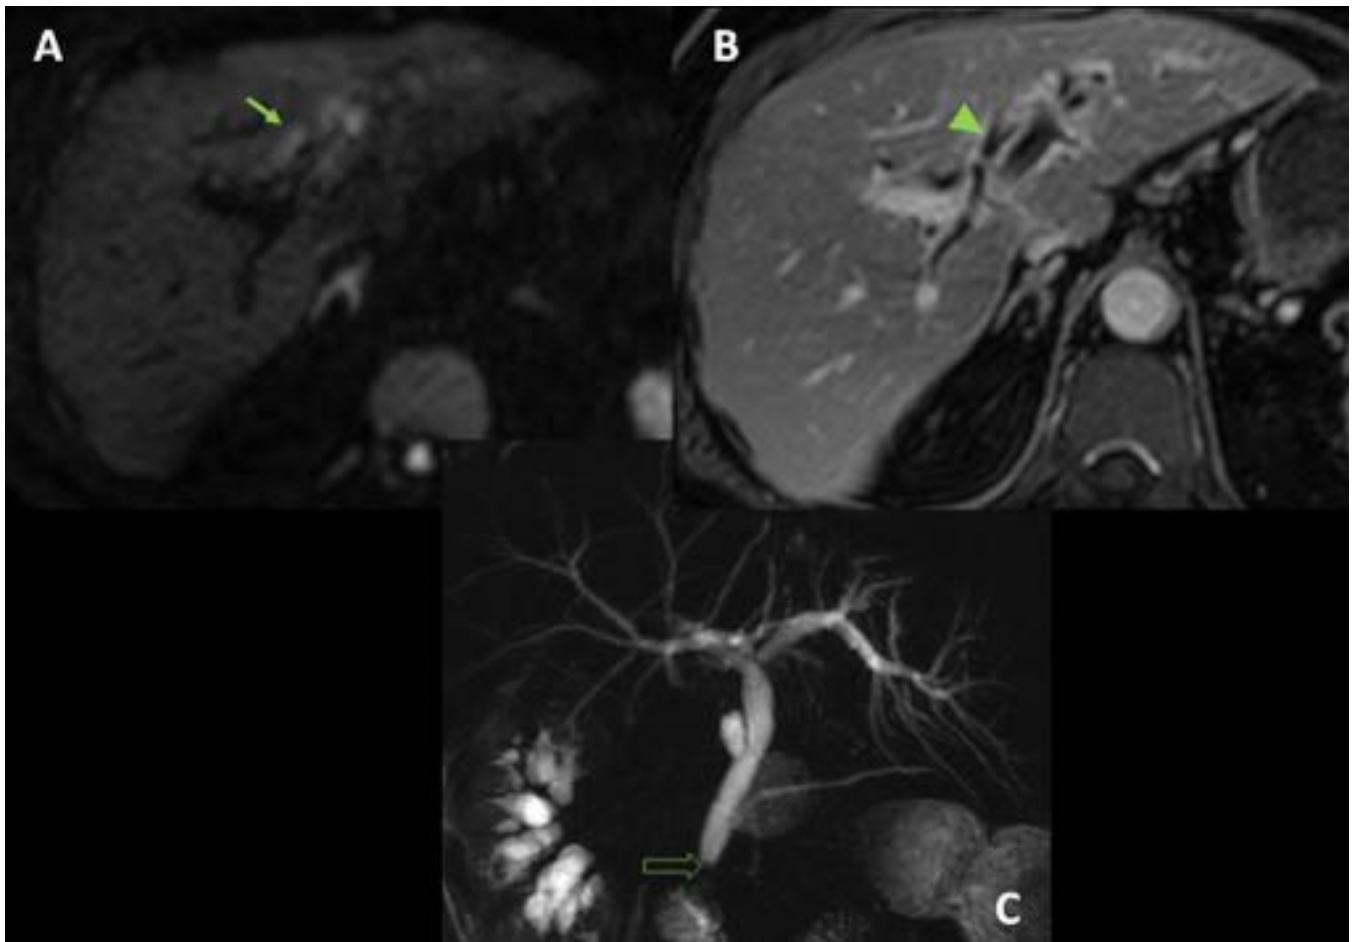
Colangitis secundaria a coledocolitiasis. A: imagen de difusión b 1000 con aumento de la señal peribiliar en lóbulo hepático izquierdo (flecha), que asocia realce (cabeza de flecha) en imagen T1 con contraste en fase tardía (B). C: colangio RM en plano coronal que muestra dilatación de vía biliar condicionada por coledocolitiasis (flecha abierta).
